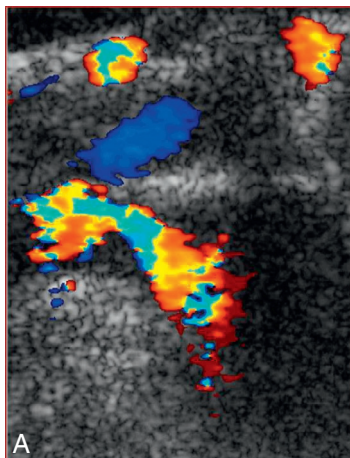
Sténose par dysplasie fibromusculaire de l'artère rénale droite, aspect festonné de la paroi (A). Doppler couleur (B). Angiographie (C).
